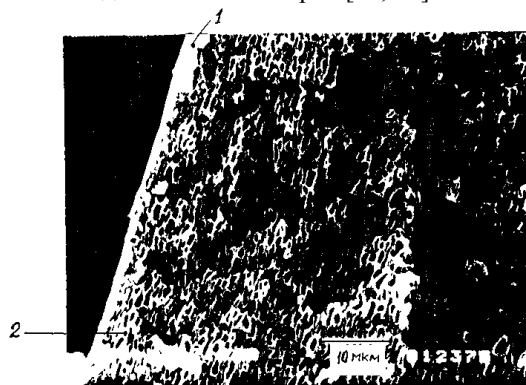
Электронная микрофотография асимметричной мембраны из поликарбонатсилоксана: 1 – диффузионный слой, 2 – пористый слой
